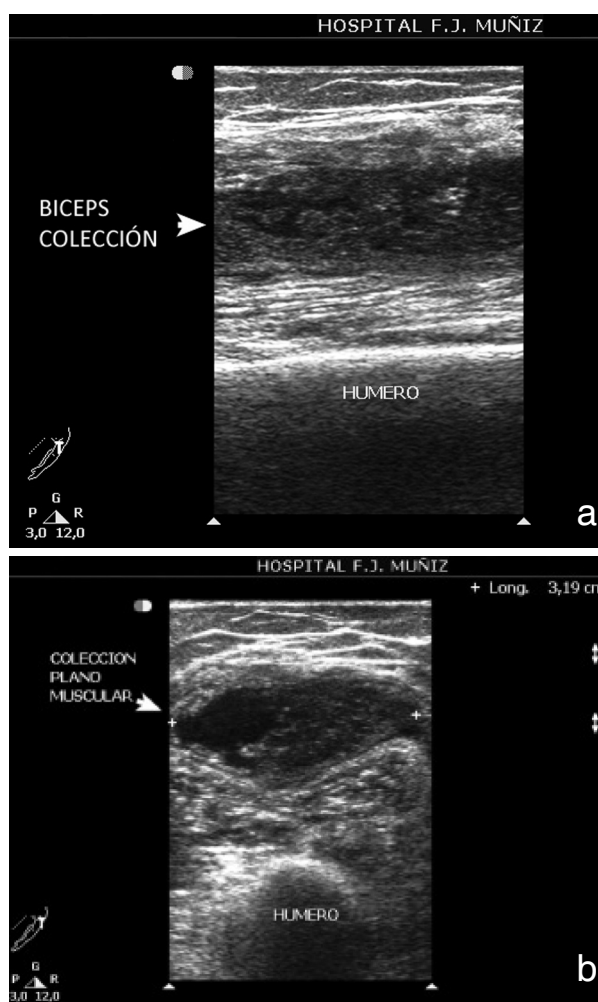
Mujer de 50 años, diabética tipo II y pénfigo vulgar en tratamiento con inmunosupresores. Aislamiento: *Nocardia spp* del material del absceso. Ecografía: piomyositis de bíceps. a) Corte longitudinal b) Corte transversal.
